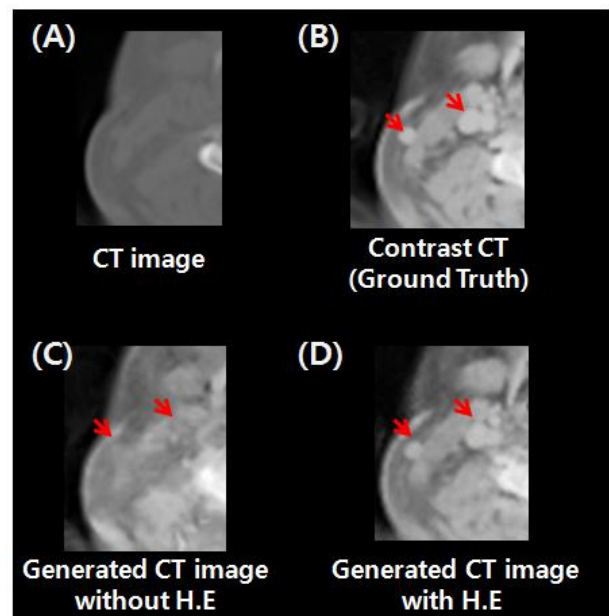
Generation of contrast enhanced CT results. (A) CT image (input data), (B) Contrast enhanced CT image (target data), (C) generated CT image without histogram equalization, (D) generated result image with histogram equalization.
